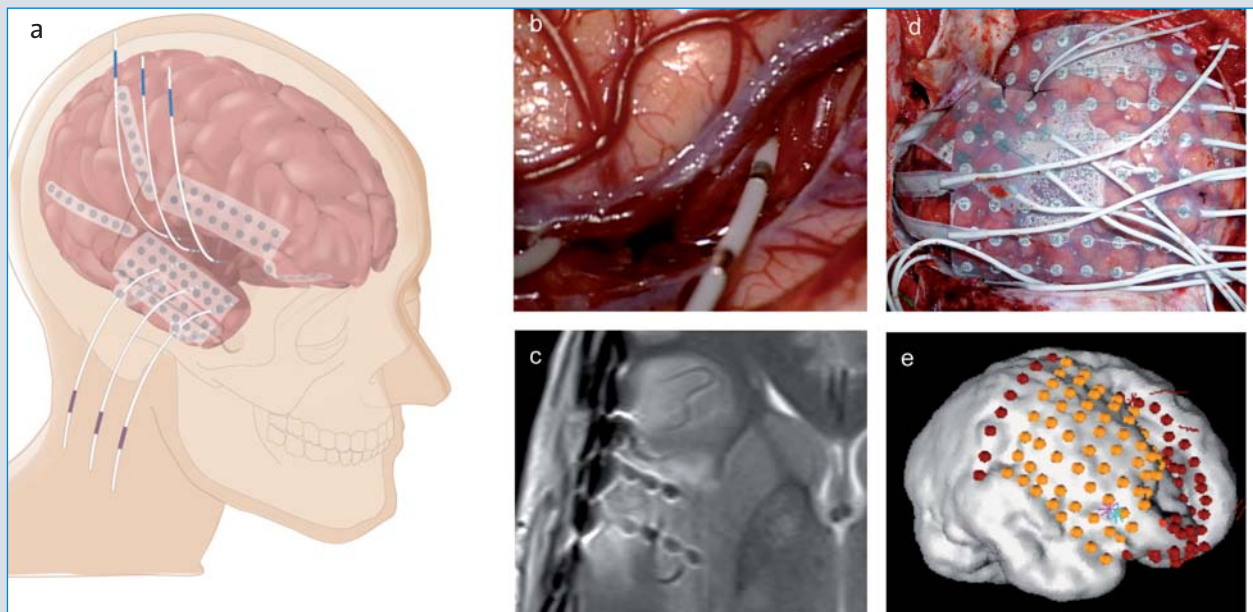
Typ I-Implantation a) Unilaterale fronto-temporo-parietale Kraniotomie und Mikrodissektion der sylvischen Fissur. Implantation von 2 - 3 Tiefenelektroden in den insulären Kortex (blau markierte Elektroden). Drei Tiefenelektroden werden dann mit Hilfe der Neuronavigation transtemporal in Amygdala und Hippokampus implantiert (violett markierte Elektroden). Zuletzt werden Duralelektroden über die perisylvische FL, TL und PL ausgebreitet. b) Einbringung der insulären Tiefenelektroden unter direkter Sicht. c) Axiale MRT-Aufnahme der insulären Elektroden. d,e) Intraoperative Sicht und 3-dimensionale Rekonstruktion der subduralen Elektroden bei einem Patient mit hypermotorischen Anfällen.
